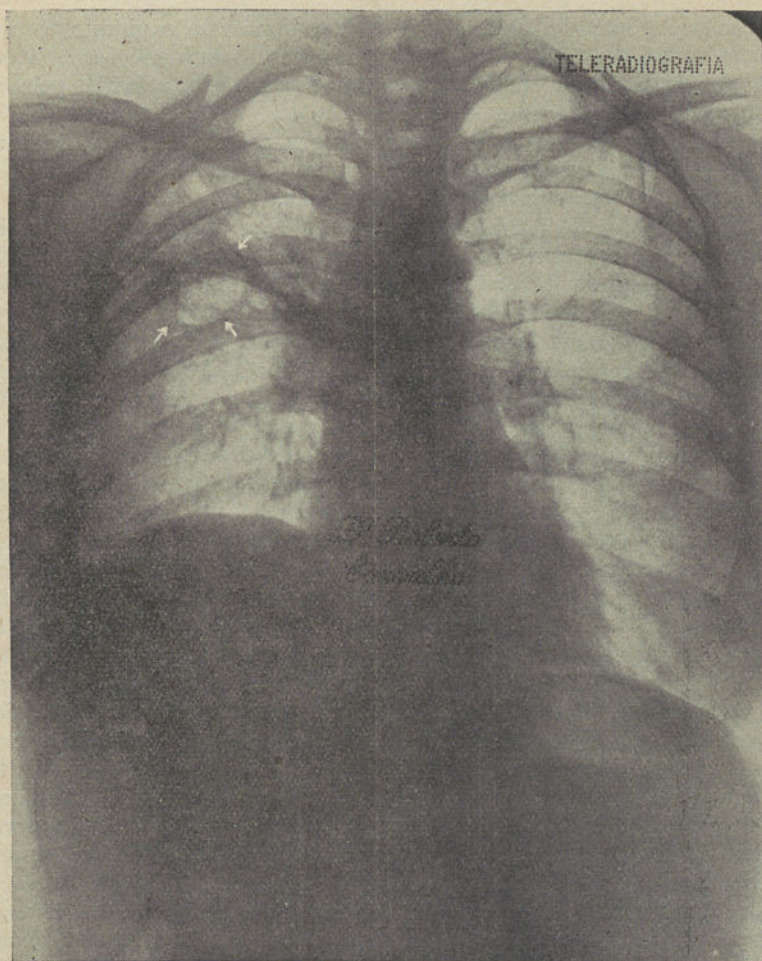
Teleradiografia do tórax, cerca de 6 meses depois da intervenção
